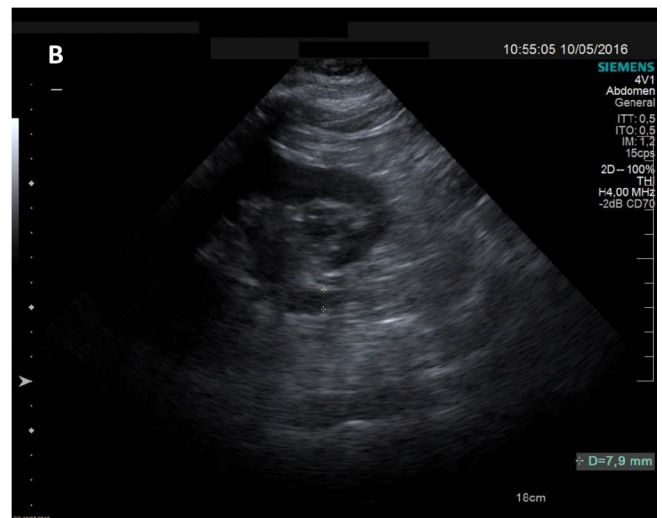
(A, B). Ecografia renal i ureteral esquerra. Ecografia on s'aprecia ronyó esquerre de grandària normal amb cortical conservada, sense evidència de litiasi ni col·leccions perirrenals. Existeix una lleu èctasi pielocal·licial (A) amb urèter proximal dilatat de 7'9 mm (B).
